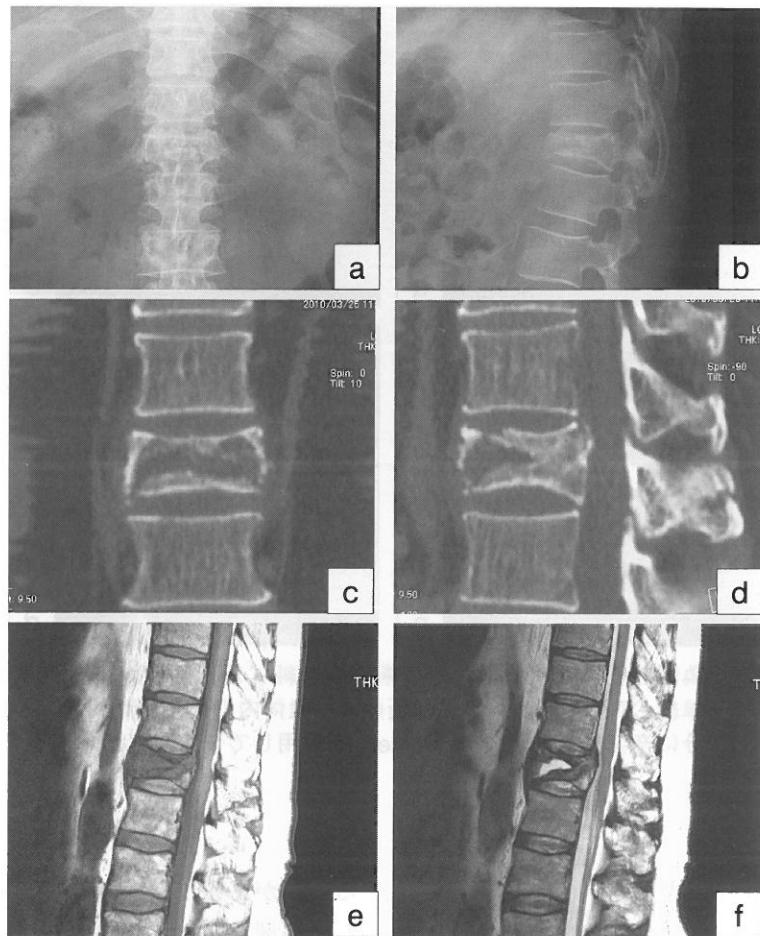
偽関節例の術前単純X線正面像(a), 側面像(b), 単純CT冠状断像(c), 矢状断像(d), T1強調矢状断像(e), T2強調矢状断像(f)
